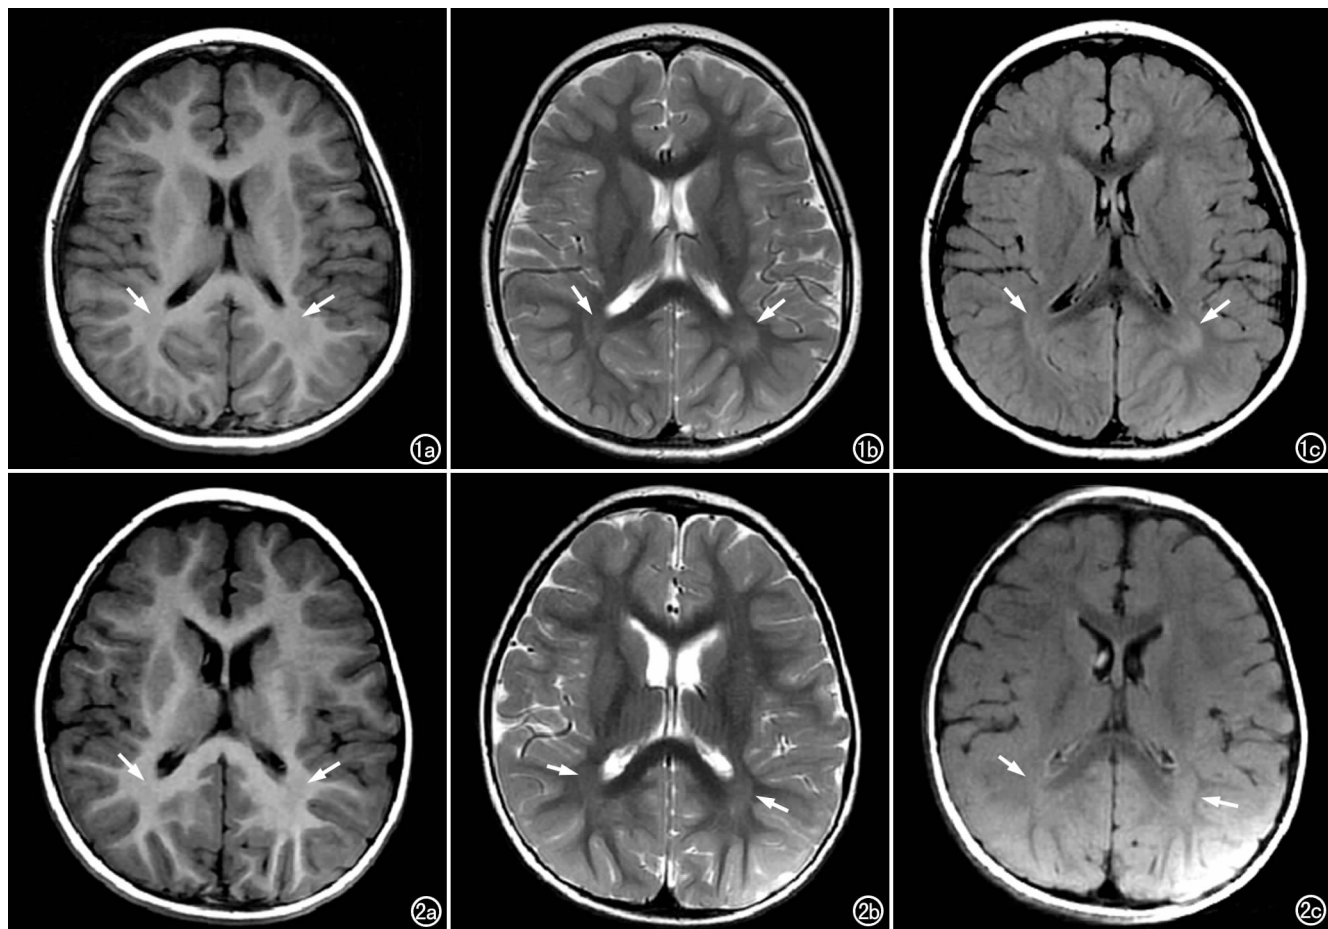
男,3 岁患儿。a) T₁WI 示双侧侧脑室枕角旁枕叶白质内可见片状低信号区(箭); b) T₂WI 示病灶呈稍高信号(箭); c) T₂-FLAIR 图像上病灶呈高信号(箭)。图 2 女,2 岁患儿。a) T₁WI 示双侧侧脑室枕角旁枕叶白质内可见片状低信号区(箭); b) T₂WI 示病灶呈稍高信号(箭); c) T₂-FLAIR 图像上病灶呈高信号(箭)。
